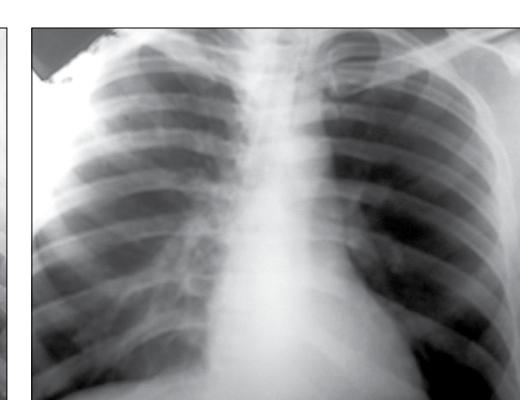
Рентгенограма ОГК, пацієнт М. Негоспітальна верхньочасткова правобічна пневмонія на початку і через 3 тижні лікування
